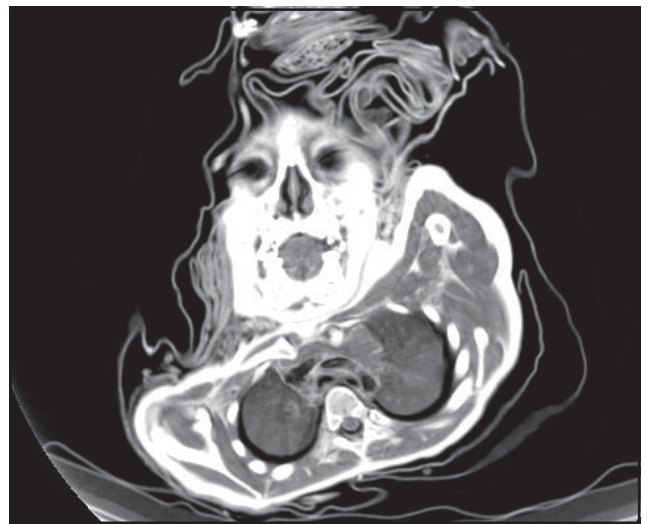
TC coronal de la cara y tórax de El Niño. En el mediastino y por delante de la aorta se ve el timo. Nótese los arcos costales, la columna dorsal y los distintos músculos torácicos. (Reproducida con autorización de Am J Roentgenol).
